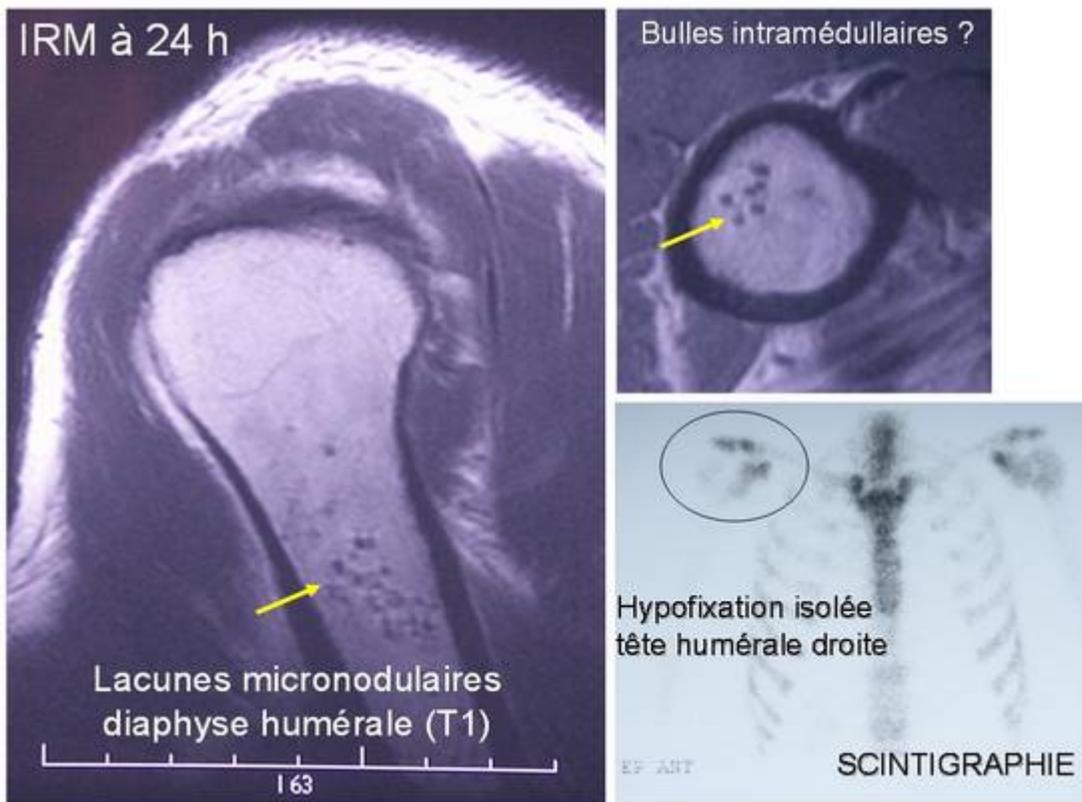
IRM et scintigraphie réalisées précocement chez un plongeur victime d'un bend de l'épaule ayant présenté par ailleurs une douleur paradoxale à la recompression
